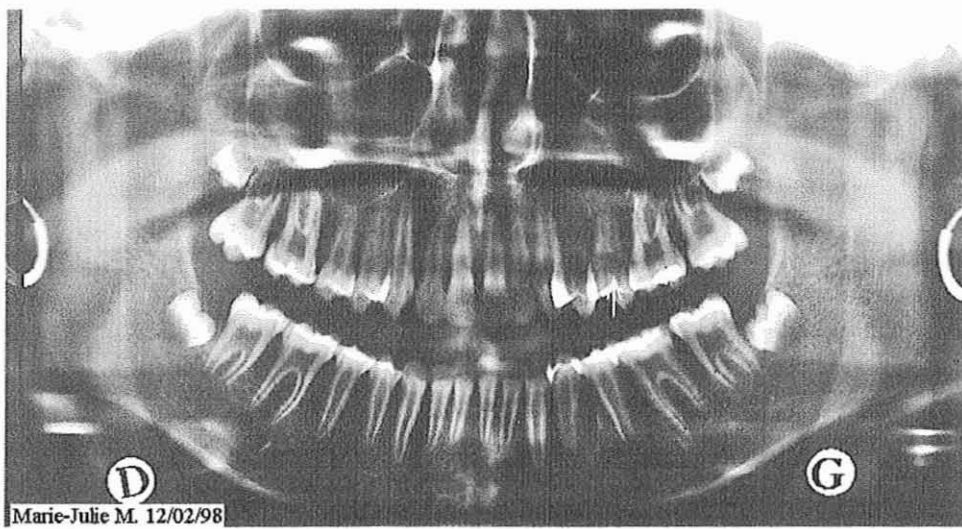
Radiographie dentaire panoramique. – Observation n°7
